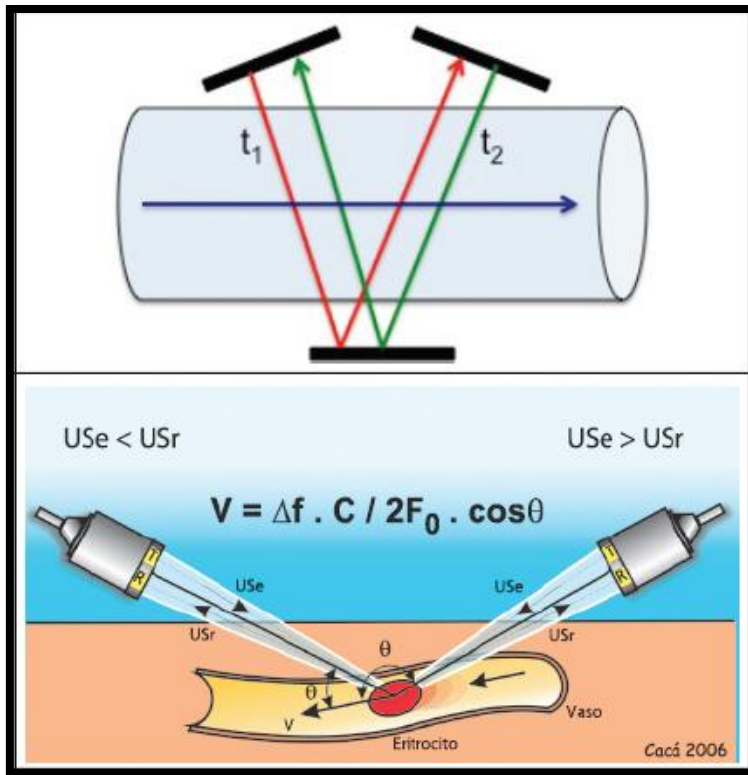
Efecto Doppler. Medidor de flujo por tiempo de tránsito.
